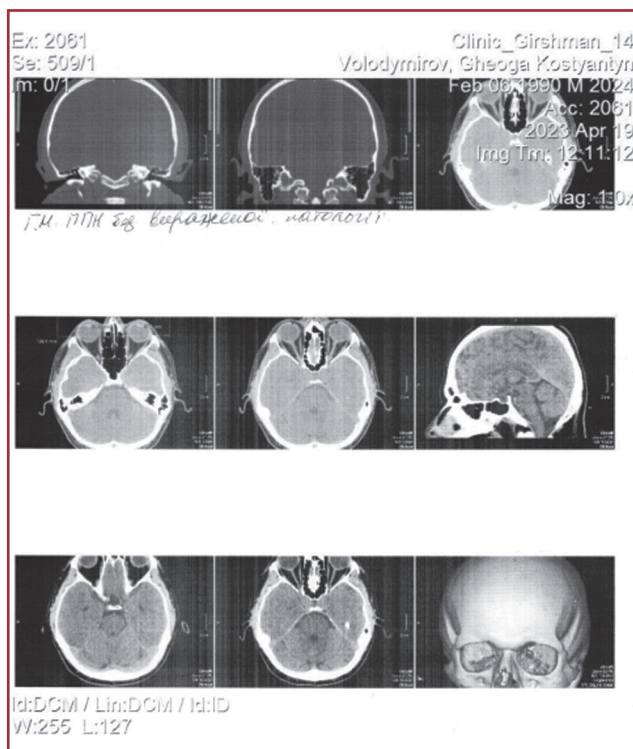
КТ головного мозку
